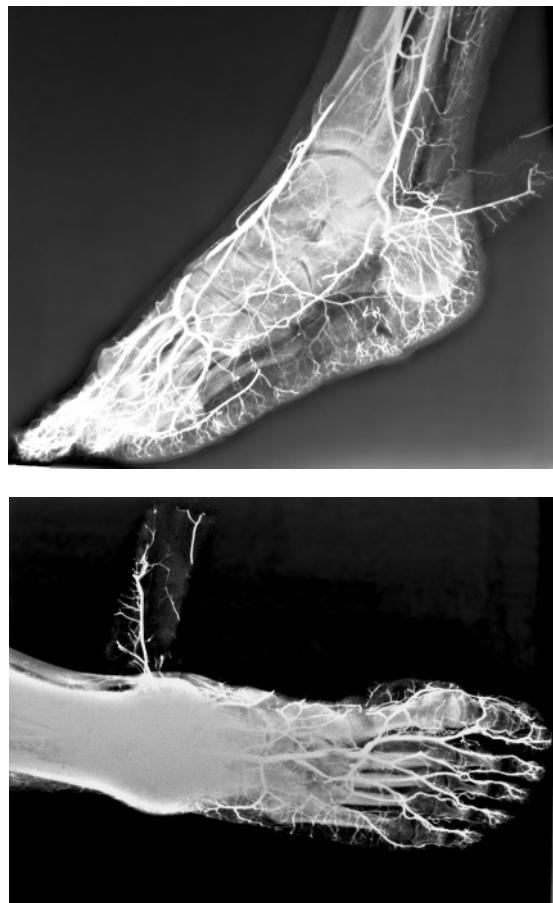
Рентгенограмма препарата стопы с предварительно инъецированным рентгенконтрастной массой артериальным руслом. Выделен лоскут короткого сгибателя пальцев на латеральной подошвенной артерии.
